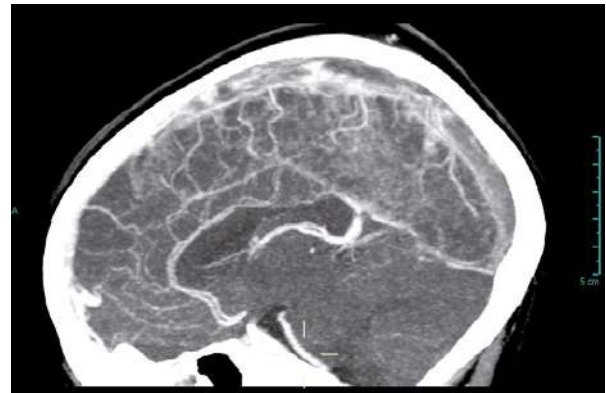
TC c/c al ingreso.
